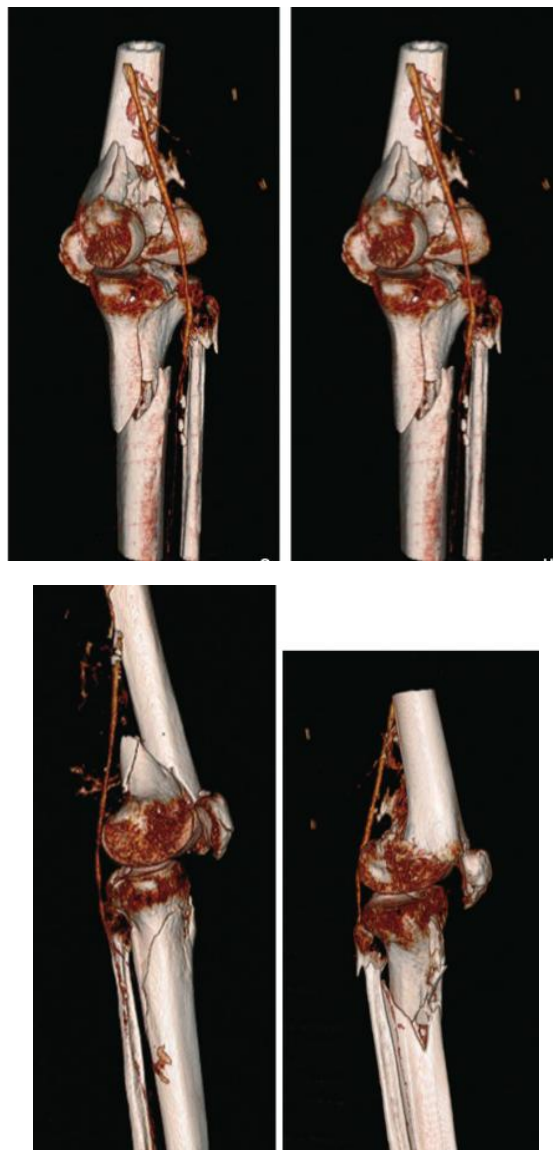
reconstruction angio TDM d'un genou flottant montrant le contact intime du foyer fracturaire avec l'artère fémorale au niveau de son passage à travers la région poplitée. (86)
